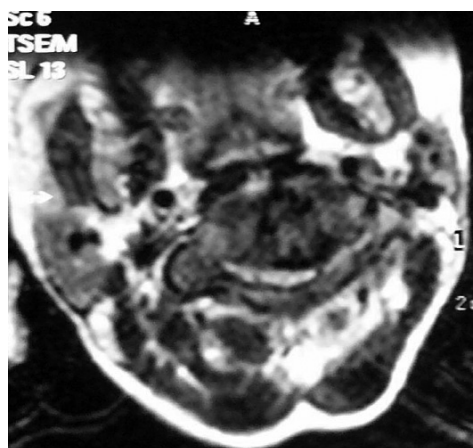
Předoperační CT vyšetření transverzální projekce v úrovni C1-2.
